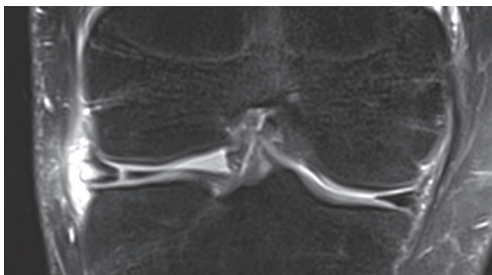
Image IRM d'une lésion du ménisque latéral associée à un kyste méniscal typique.
